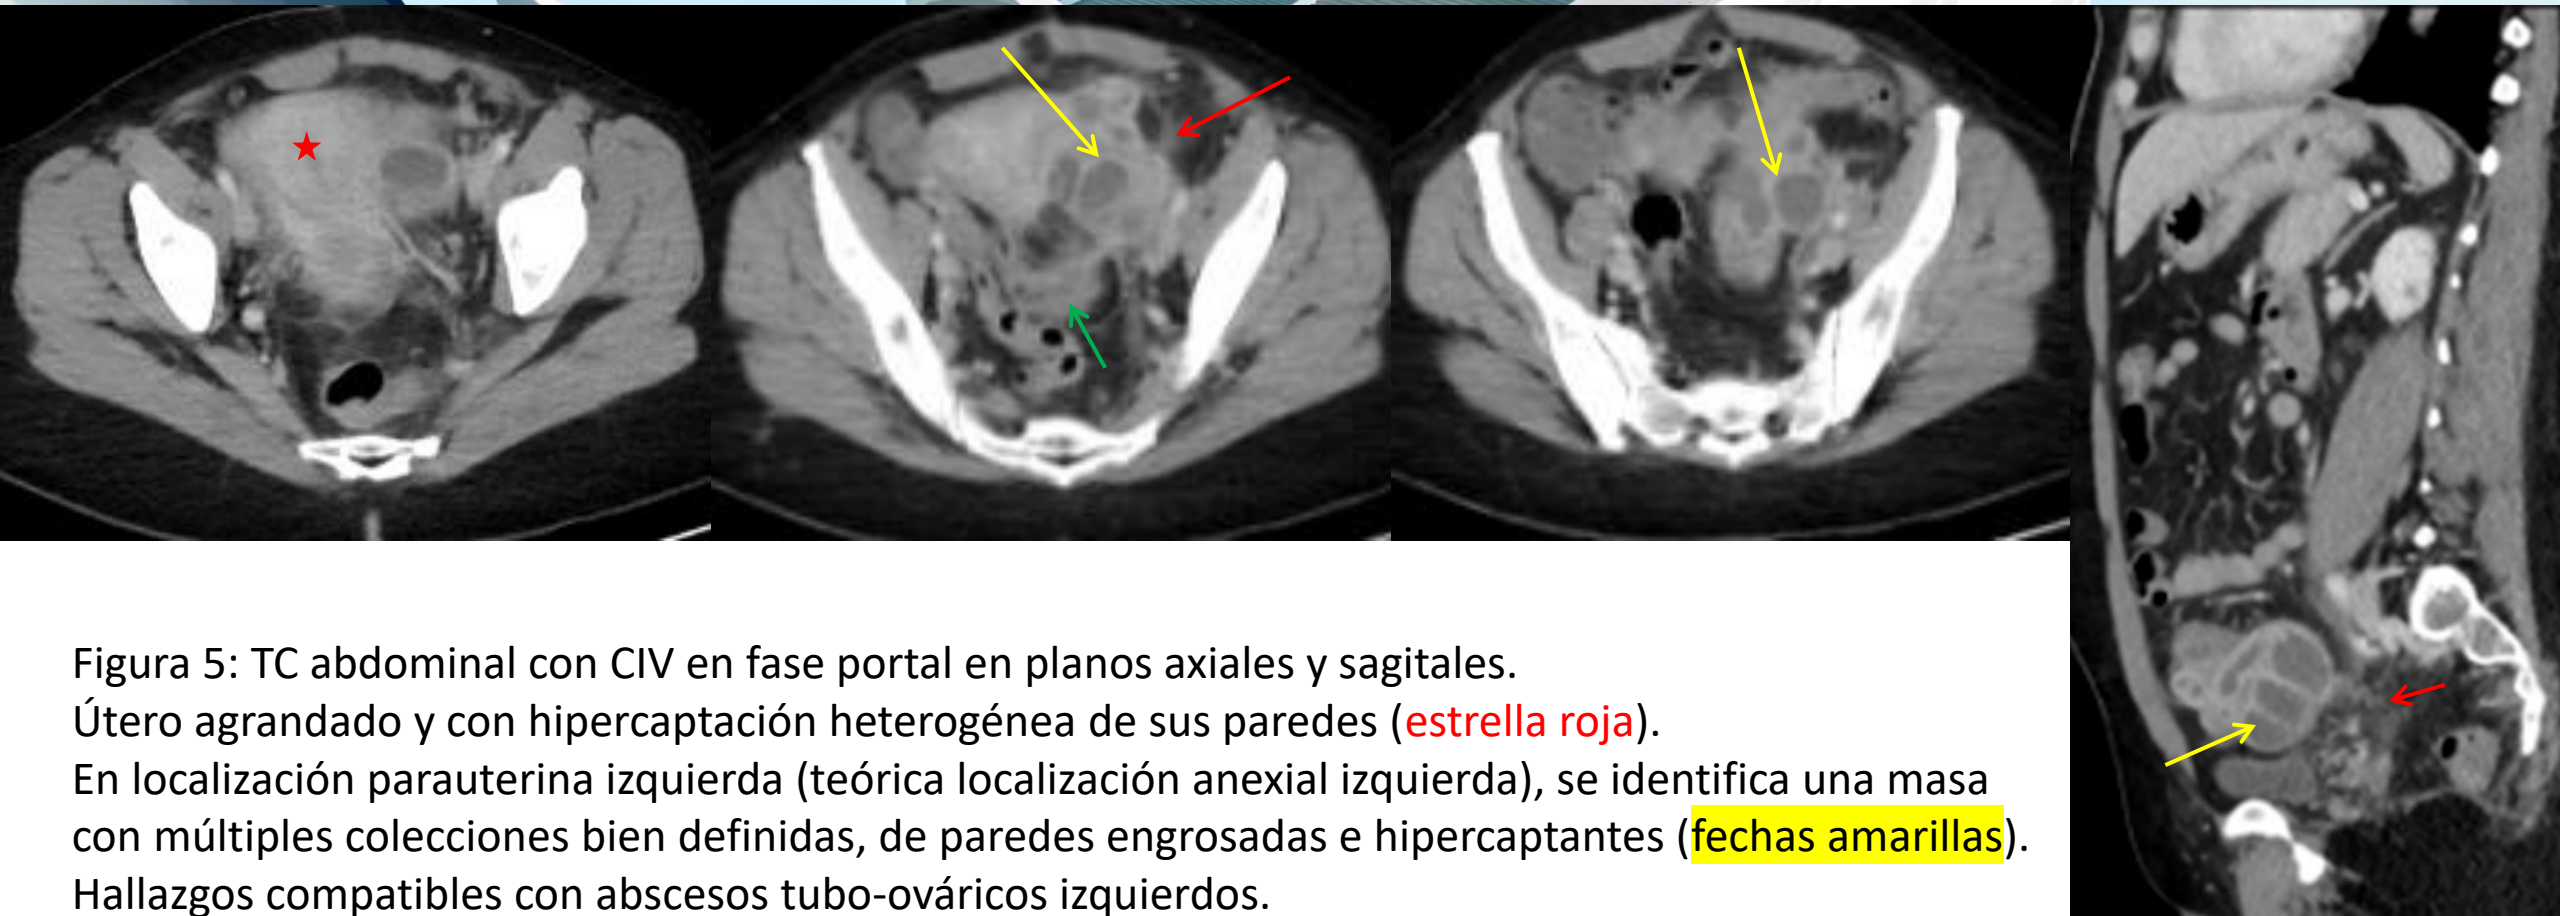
TC abdominal con CIV en fase portal en planos axiales y sagitales. Útero agrandado y con hipercaptación heterogénea de sus paredes (estrella roja). En localización parauterina izquierda (teórica localización anexial izquierda), se identifica una masa con múltiples colecciones bien definidas, de paredes engrosadas e hipercaptantes (flechas amarillas). Hallazgos compatibles con abscesos tubo-ováricos izquierdos. Asocia trabeculación de la grasa adyacente (flechas rojas) y cambios inflamatorios por contigüidad en el sigma (flecha verde).
